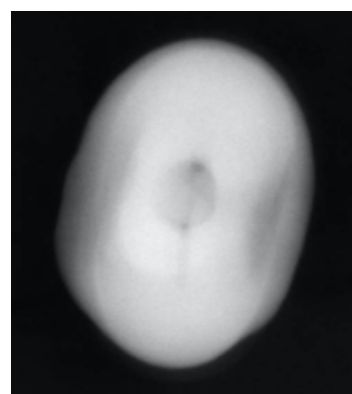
Radiografia oclusal após ACC.
